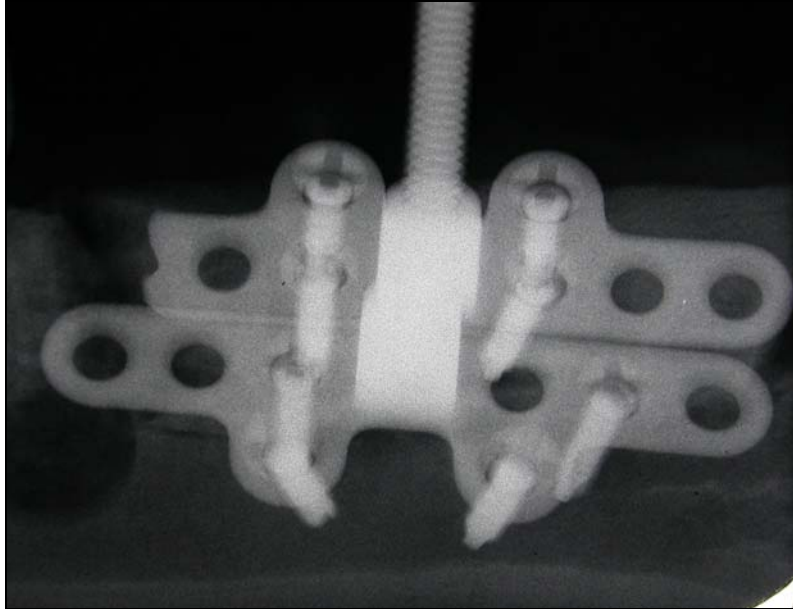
Radiografía periapical al inicio de la distracción
